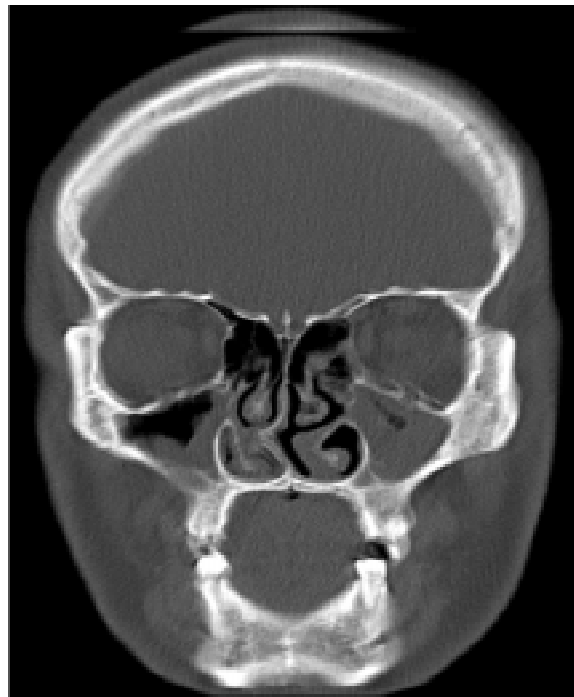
Спіральна комп'ютерна томографія у фронтальній проекції пацієнтів Л., 50 р., та П., 42 р., без спадкової схильності до хронічних риносинуситів. Хронічний гіперпластично-гнійний полісинусит. Викривлення, гребені носової перегородки
